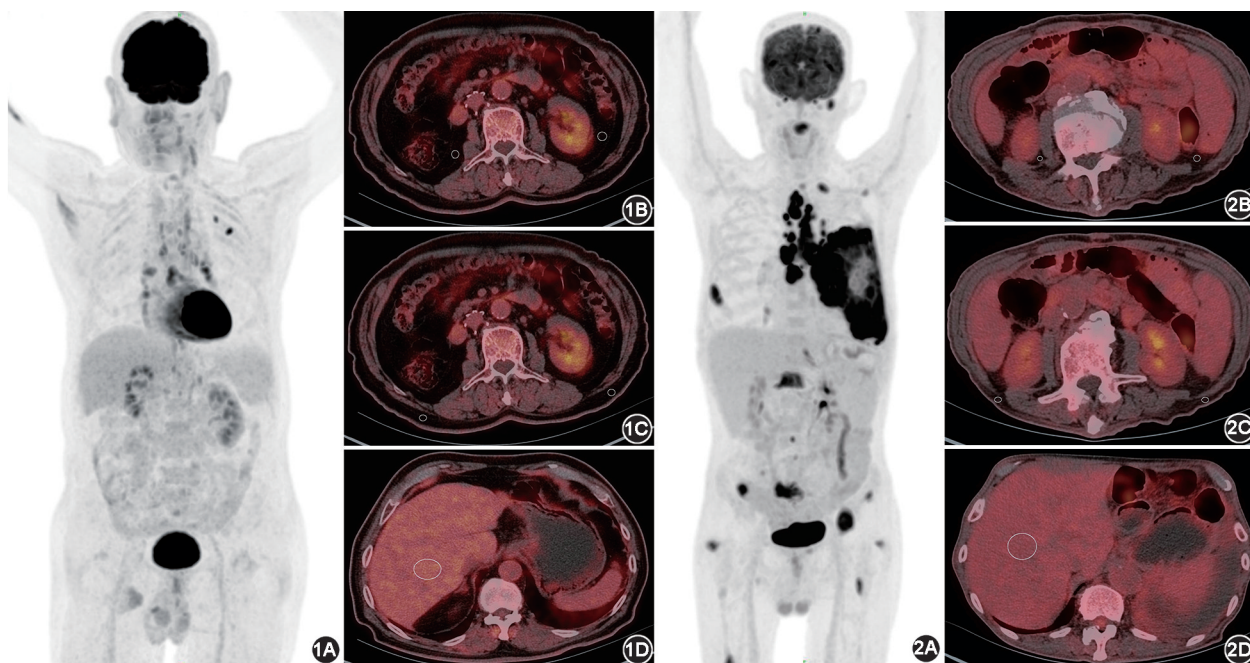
肺腺癌非癌症相关恶病质(CAC)患者(男,79岁;ⅢC期) ^{18}F -FDG PET/CT显像图 1A.最大密度投影(MIP)图示左肺上叶结节、双肺门及纵隔内多发淋巴结代谢异常增高,左心室壁可见生理性摄取,其余器官未见明显异常显像剂浓聚;1B.于L3绘制圆形ROI测量内脏脂肪组织(VAT)SUV, SUV_{mean} 为0.26;1C.于L3绘制圆形ROI测量皮下脂肪组织(SAT)SUV, SUV_{mean} 为0.25;1D.于肝右叶绘制球形ROI测量肝脏SUV, SUV_{mean} 为1.89, SUV_{peak} 为2.3(各器官ROI勾画情况如图中白色圆圈所示) 图2 肺腺癌CAC患者(男,76岁;Ⅳ期) ^{18}F -FDG PET/CT显像图 患者6个月内体重下降 $>10\%$ 。2A. MIP图示左肺上叶大面积团片状实变影像伴代谢增高,左侧锁骨下区、纵隔、左肺门多发淋巴结及多处骨质异常显像剂浓聚,而肝脏、肾脏及头颅代谢水平较图1患者明显减低,伴肝脏体积增大;2B. VAT面积减少,密度与代谢增高, SUV_{mean} 为0.65;2C. SAT明显变薄,代谢增高, SUV_{mean} 为0.44;2D.肝脏 SUV_{mean} 为1.34, SUV_{peak} 为1.58
